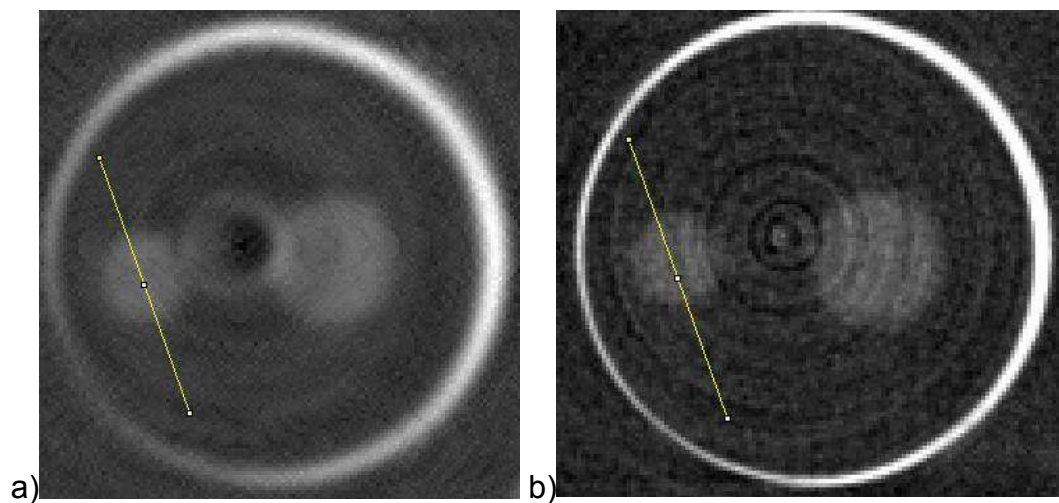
Área de seleção do *phantom* para análise dos efeitos de contraste de fase. Cilindro de 4 mm com dimetilformamida. Em (a) μ TC por transmissão e em (b) μ TC-CF com $M=3,73$.
